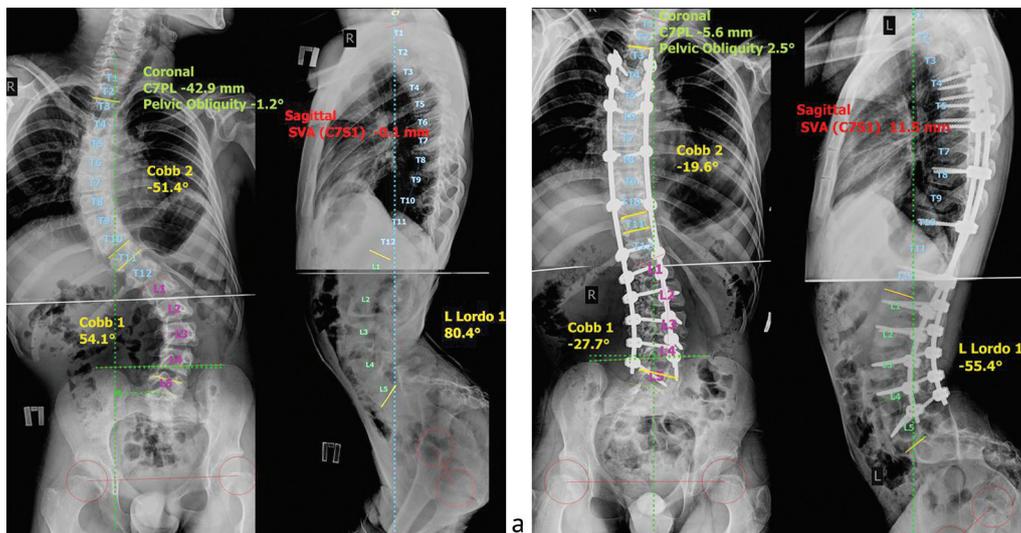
Рентгенограммы туловища пациента 14 лет с нейрогенным сколиозом на фоне ЦП GMFCS IV до (а) и после (б) полисегментарной фиксации Th4-L5 (наблюдение авторов)
